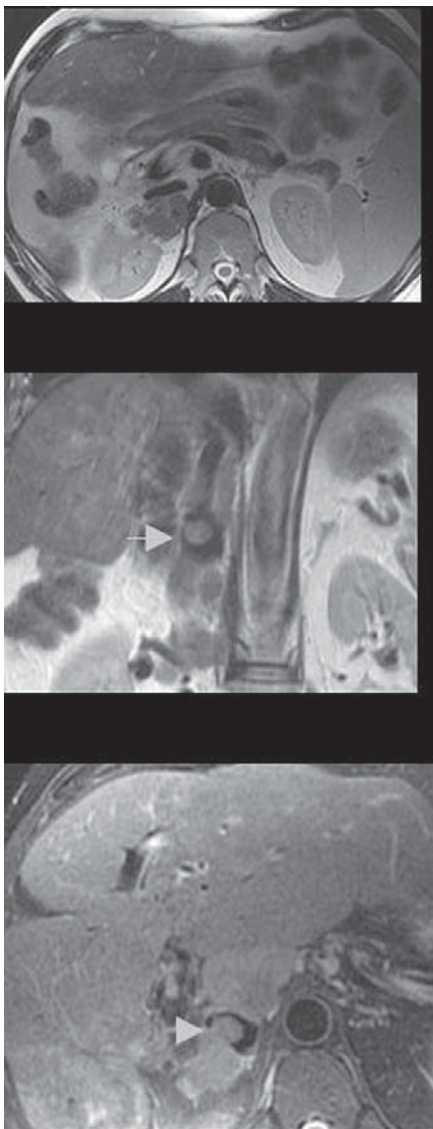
Retrocaval tumor tissue is seen on T2 weighted axial image (A). Partial invasion of IVC is visible on T2-weighted coronal (B) and fat suppressed T2-weighted axial (C) images (arrows).
